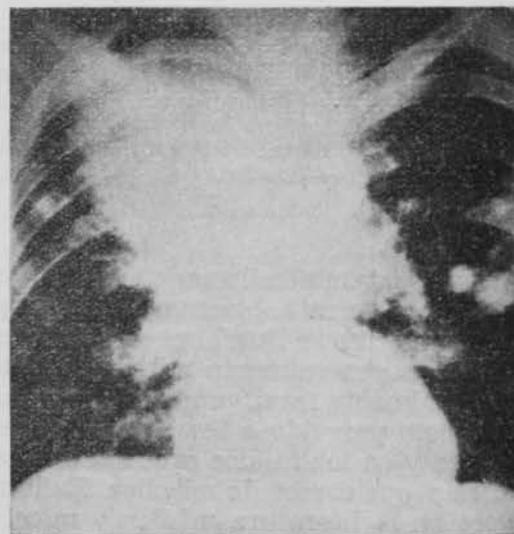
Radiografía de tórax (1-VII-56).
